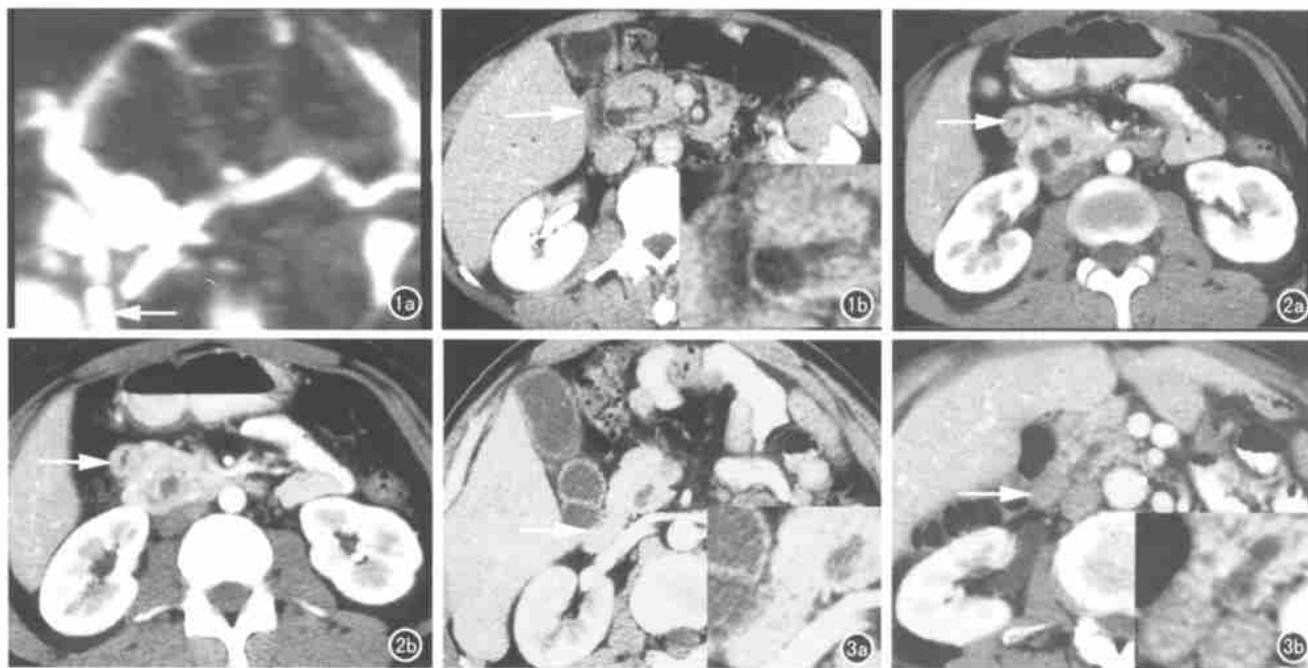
a) 病例3MRCP,是胆总管与主胰管在十二指肠(箭)壁外汇合; b) 对照病例的强化CT是胆总管与主胰管在十二指肠(箭)壁内汇合(图右下角为局部放大像)。图2 a) 病例1的强化CT,可见胆总管与主胰管呈“双管征”样排列(箭); b) 示十二指肠壁外双管征(箭)已成一个管道。图3 增强CT示胆总管与主胰管在十二指肠壁外直接汇合(箭)。a) 病例2; b) 病例3。
